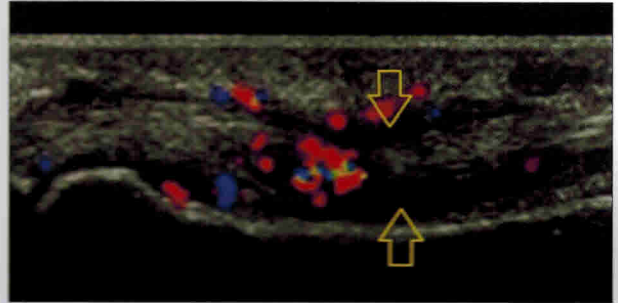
УЗИ теносиновита сухожилия сгибателя пальцев кистей. Визуализируется сухожилие без признаков нарушения целостности, вокруг которого в синовиальном влагалище определяется небольшое количество избыточной жидкости (стрелки). Синовиальная оболочка влагалища утолщена, васкуляризация повышена при ЦДК
